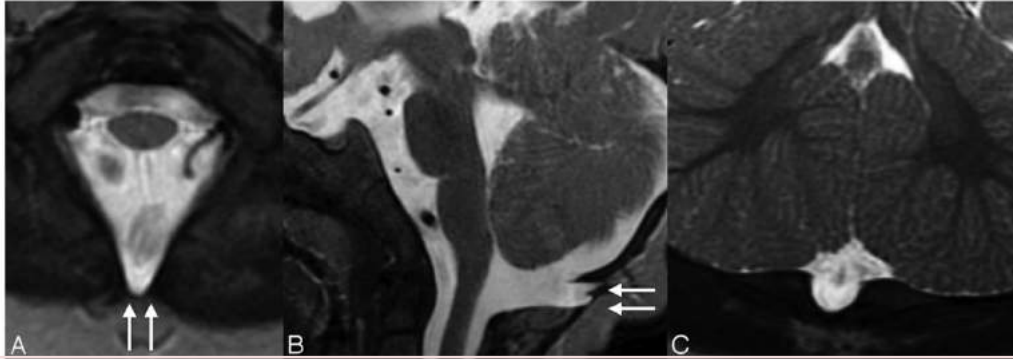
Images IRM axiales (A), mi-sagittales (B) et coronales (C) T2 montrent une saillie des méninges à travers une fissure dans la marge osseuse dorsale du foramen magnum, représentant une céphalocèle (flèches blanches).
